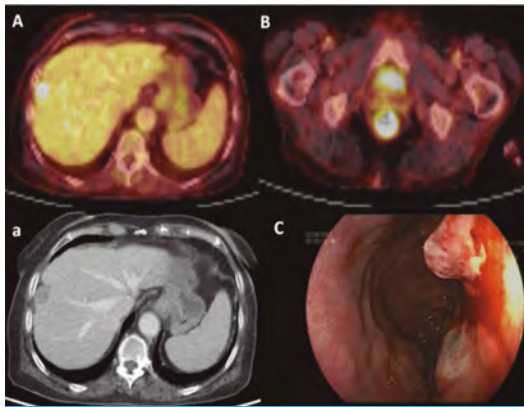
(A, a) PET-TAC que muestran una LOE hepática hipermetabólica compatible con metástasis. (B) PET-TAC que muestra lesión rectal hipermetabólica compatible con metástasis rectal y su correlación endoscópica (C).
